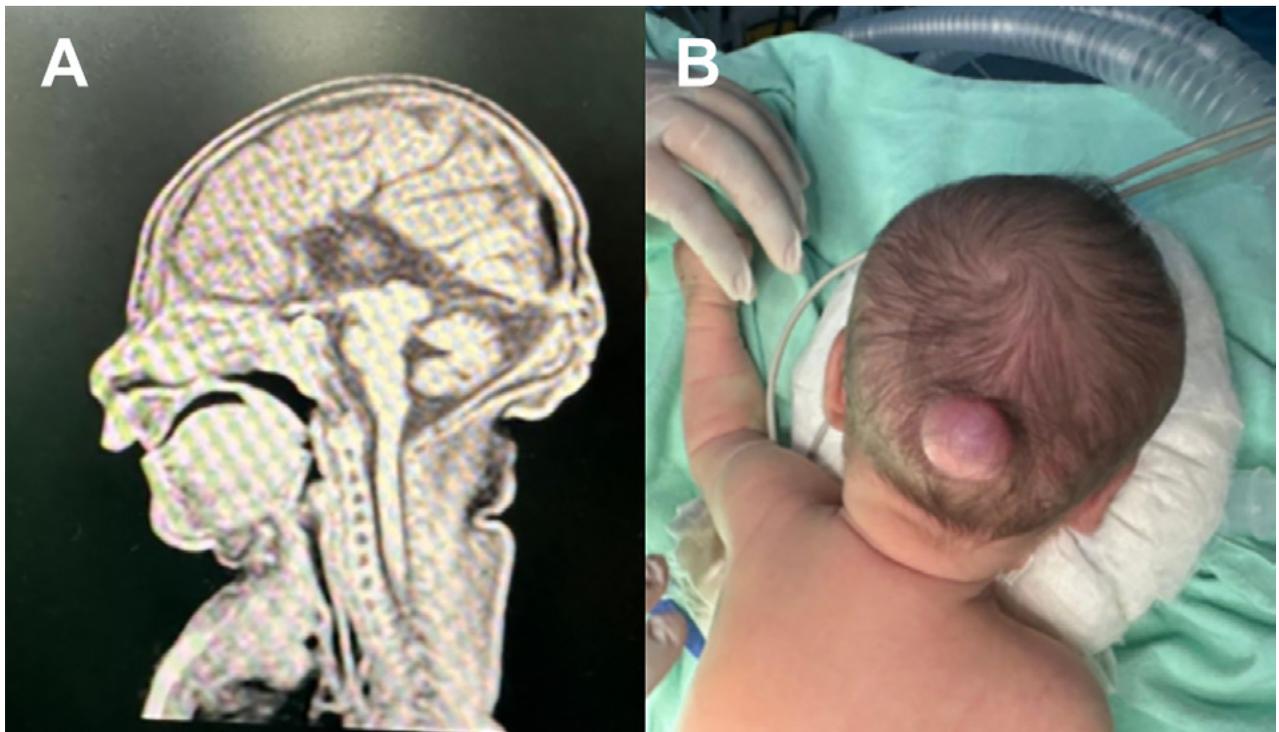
A) RM preoperatoria de encefalocele occipital. B) Encefalocele occipital.
